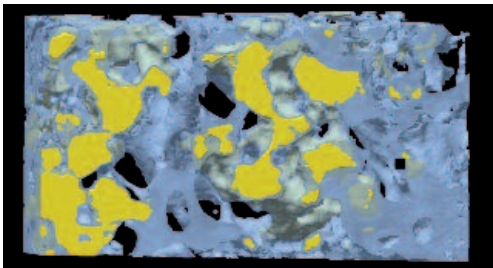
Aspect en microtomographie X (microscanner), d'une carotte osseuse prélevée 6 mois après mise en place de β -TCP comme matériau de comblement sinusien. L'os est en pseudo-couleur bleue et rendu semi-transparent pour bien mettre en évidence l'ostéointégration du β -TCP (en pseudo-couleur jaune).
